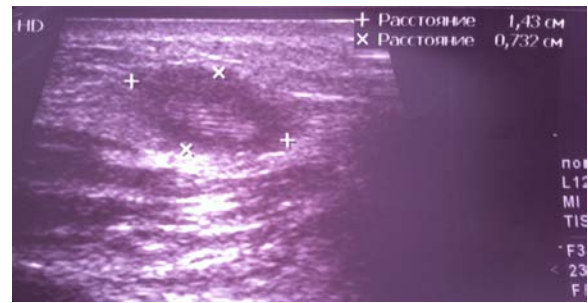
УЗИ области локализации диروفиларии. Лоцируется гипозоногенное солидное образование с ровными контурами без видимой капсулы. В центре – образование повышенной эхогенности
